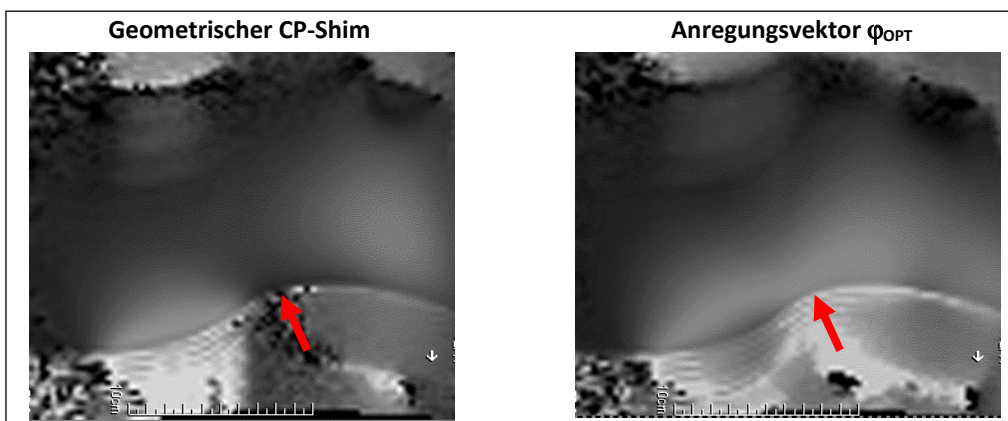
Gemessene  $B_1^+$ -Verteilung, freundlicherweise zur Verfügung gestellt von Aurelien Destruel und Virginie Callot, Center for Magnetic Resonance in Biology & Medicine, Marseille
